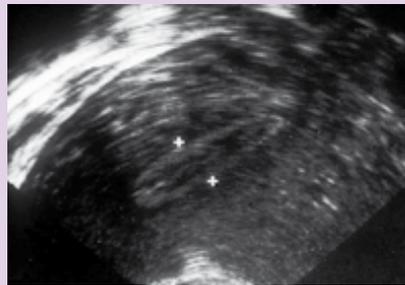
Sonographie des Endometriums
